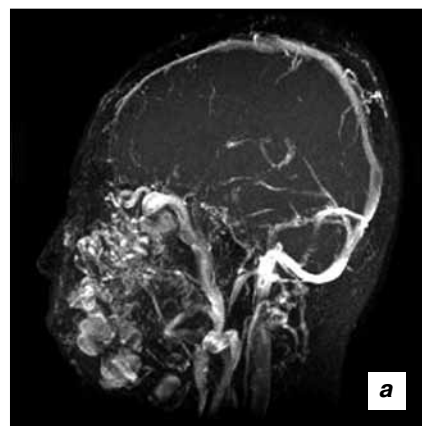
МР-томограмма и УЗ-эхограмма пациента 16 лет. Диагноз «вензная мальформация левой половины лица»: а – МРТ с флебографией; б – УЗИ с ЦДК
